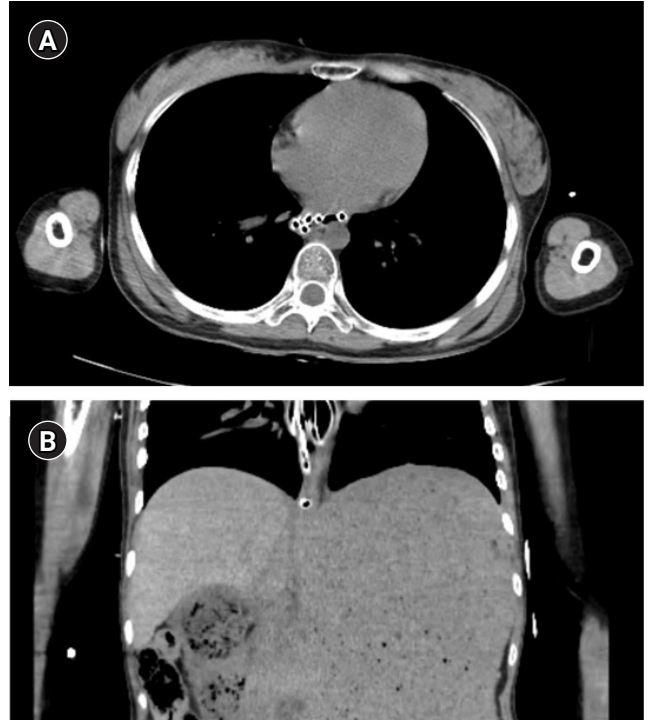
Axial (A) and coronal (B) images of the abdomen-pelvis computed tomography (CT). CT shows coiling of L-tube tip in distal esophagus.
